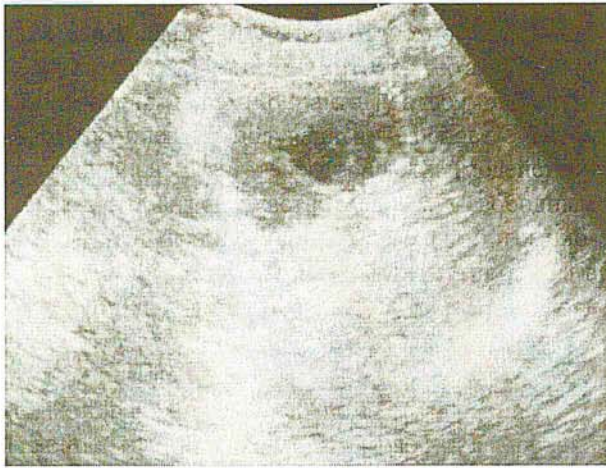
Б-ая Ш-к. УЗИ опухоли хвоста поджелудочной железы
